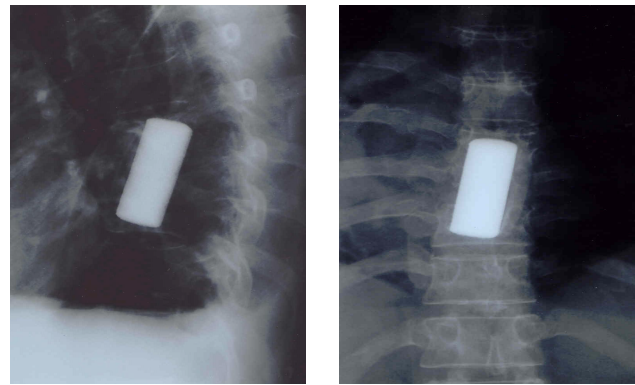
Рентгенограммы больной Б. после операции
